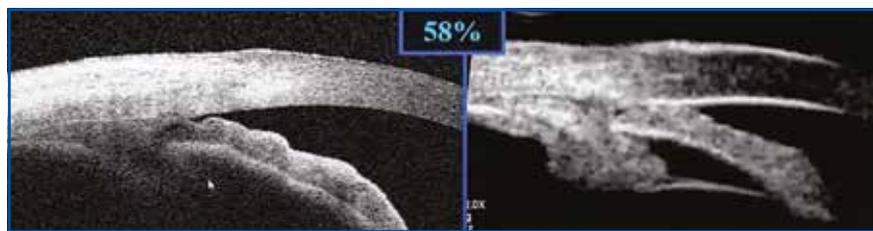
Corps ciliaires vus en OCT (à gauche) et en échographie (à droite).
